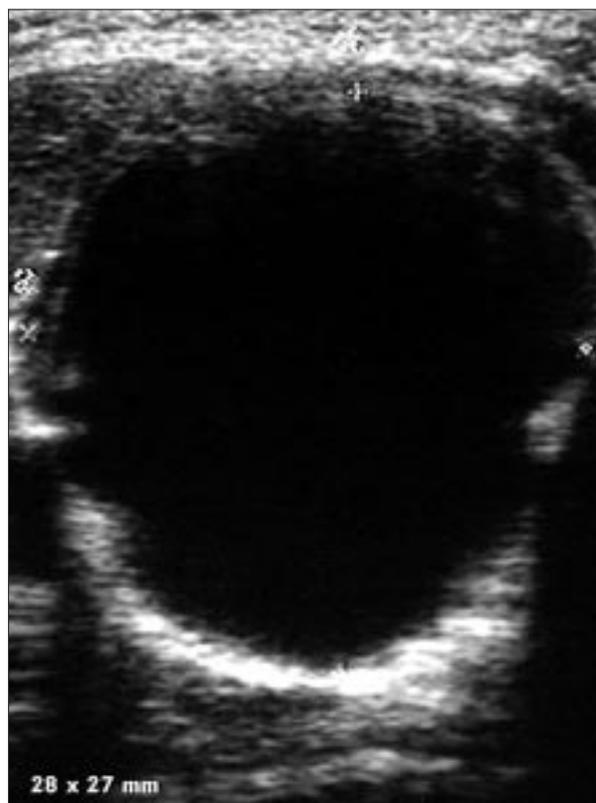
Primera ecografía tiroidea revela lesión anecoica localizada en el lóbulo derecho de 2,8 × 2,7 cm.
